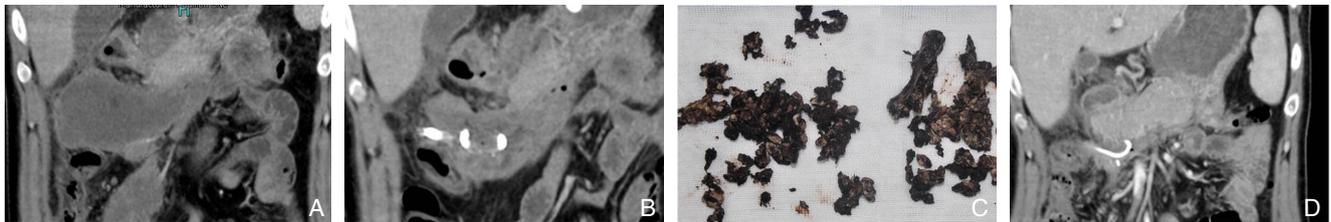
升阶梯策略治疗 MDRO 感染 WOPN 病例 A: PCD 治疗前 CT; B: PCD 治疗后、MARPN 手术前 CT; C: MARPN 清除的胰腺坏死组织; D: MARPN 手术后复查 CT
